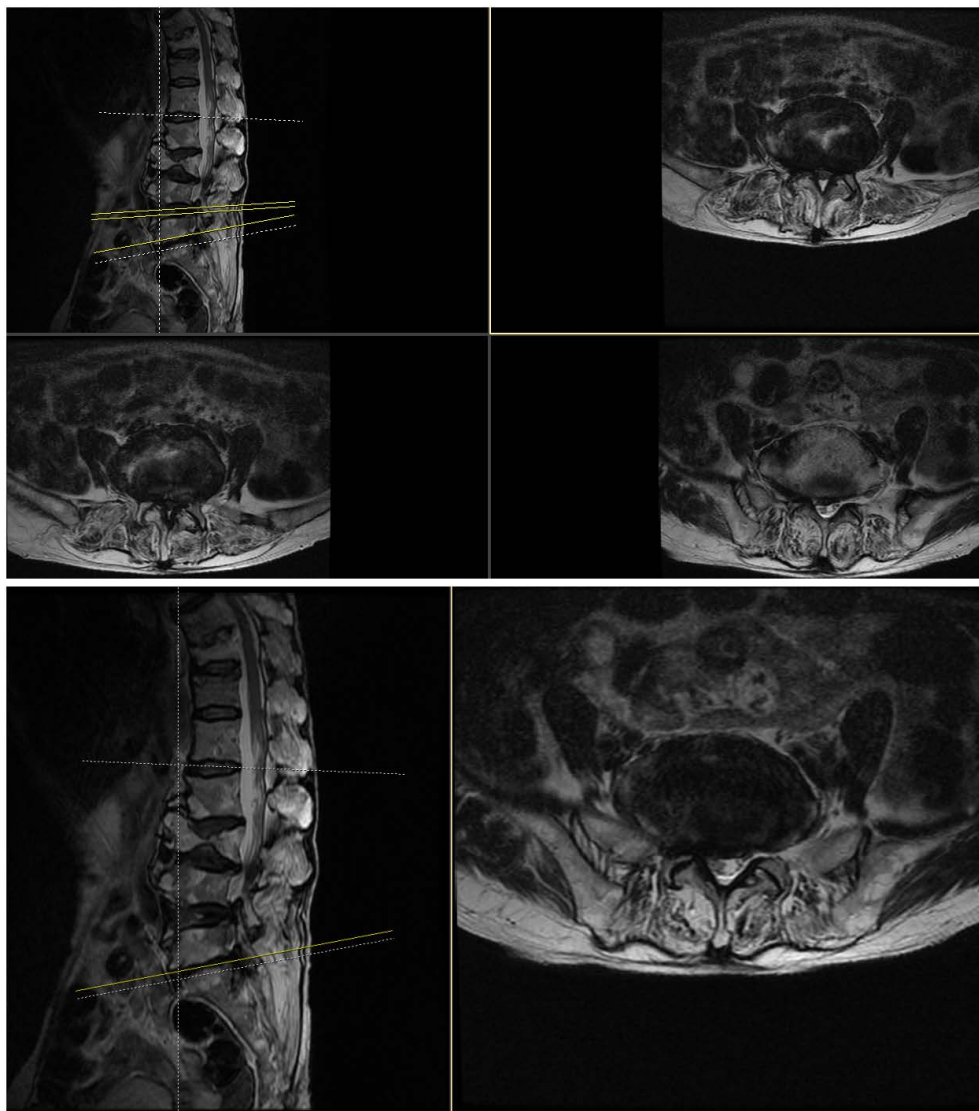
MRI shows L4-S1 spinal canal stenosis
